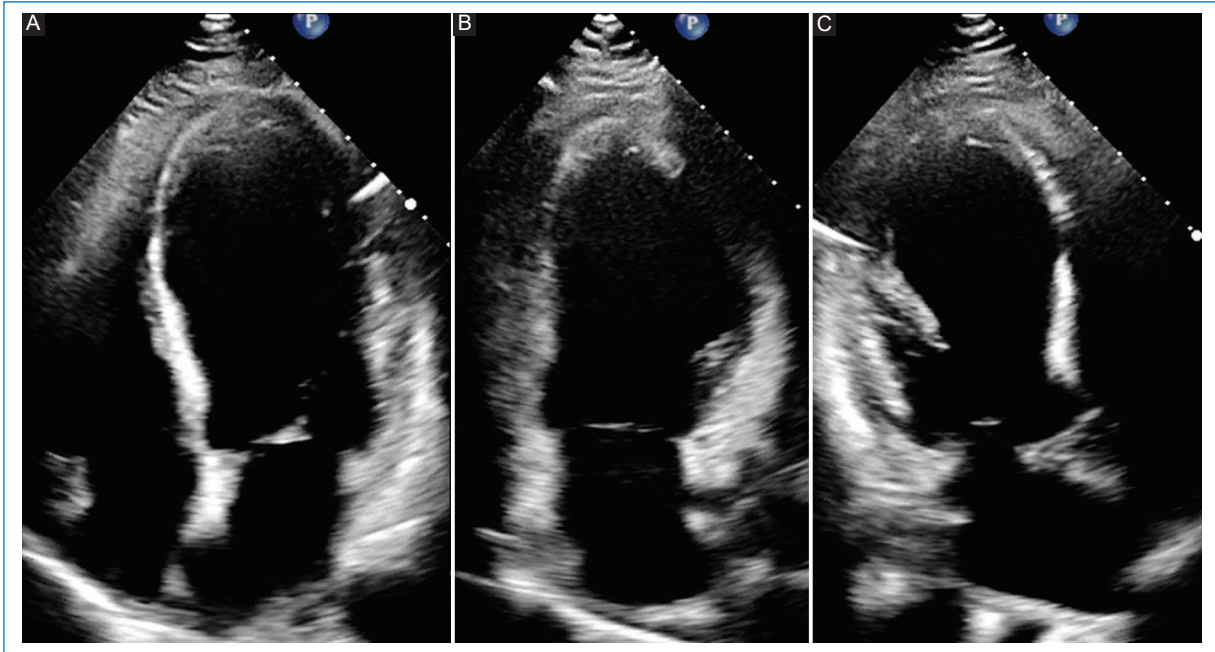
Transthoracic echocardiogram showing wall-motion abnormalities. A: apical four-chamber view: apical septal with mid inferoseptal dyskinesia, basal inferoseptal hypokinesia, and apical lateral with mid anterolateral hypokinesia. B: apical two-chamber view: apical inferior akinesia, apical anterior with mid anterior dyskinesia, and basal anterior hypokinesia. C: apical three-chamber view: antero-septal and apical lateral akinesia.
